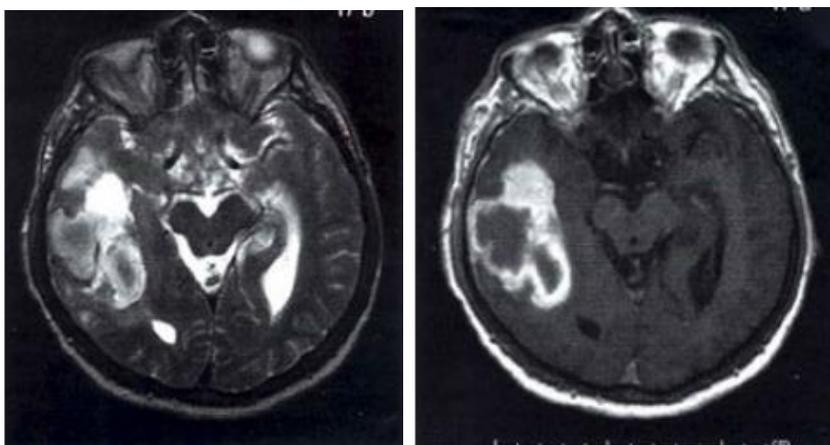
Resonancia magnética, Hematoma subagudo precoz, con aumento de señal en imágenes T1 en su periferia, T2, baja señal en zona central.
